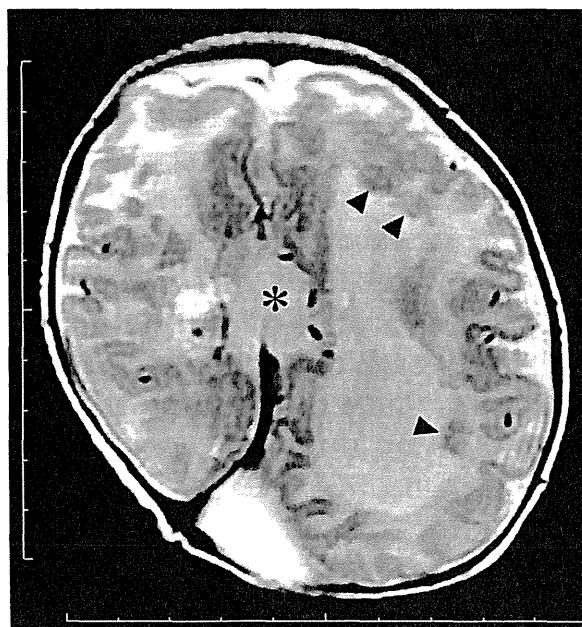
Aicardi症候群の頭部MRI T2軸状断
